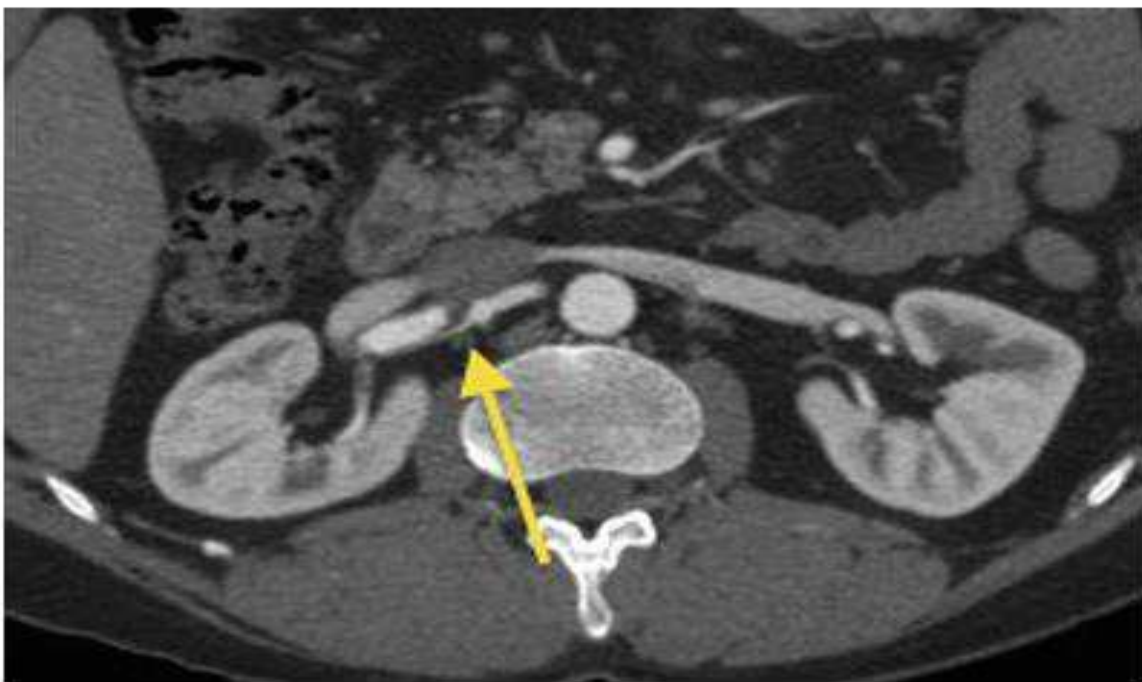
Dissection de l'artère rénale droite (flèche) sur une coupe axiale d'un angio-TDM. Source Kang J. Morgan. R et al. (89)
